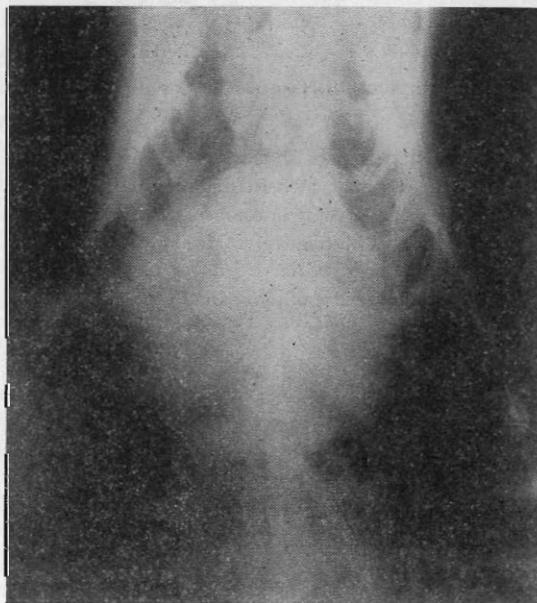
X線所見(背腹像)：著明な右心室の増大が認められる
